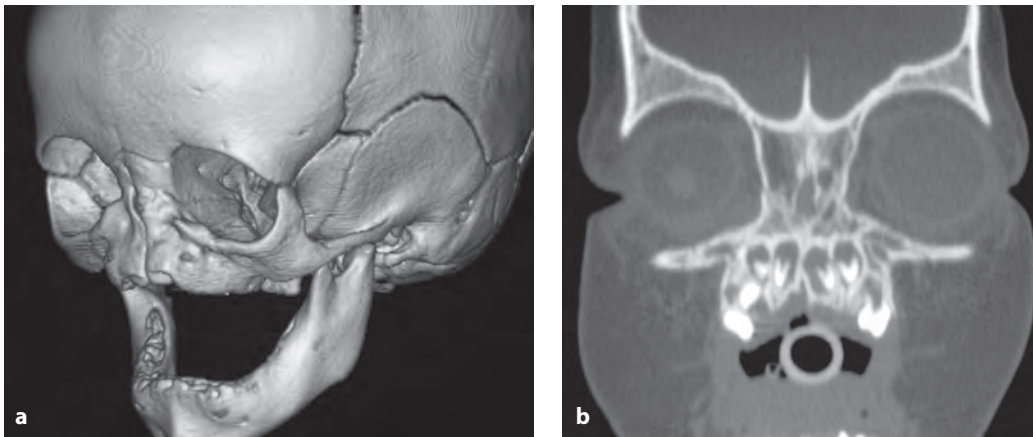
Ариния у новорожденного. На 3D-реконструкции коронарных КТ (а) и на нативной коронарной КТ (б) видно отсутствие сформировавшихся костей и полости носа.
